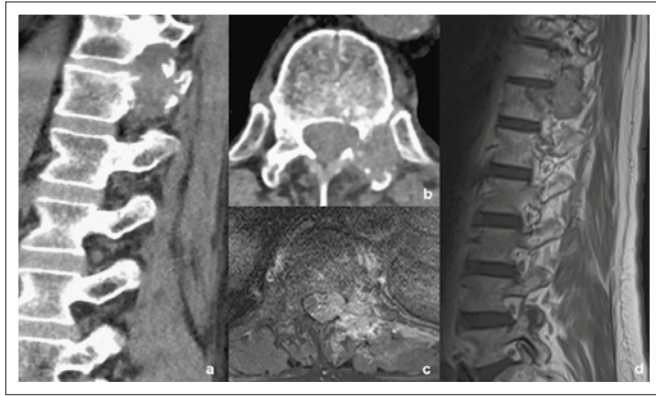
Ein 59-jähriger Patient stellt sich mit bilateraler Lumboischialgie sowie Hüftbeuger-Kniestreckerparese jeweils Kraftgrad 2/5 an unserer neurochirurgischen Ambulanz vor. Der Leistenschmerz bestünde bereits seit 2 Monaten, eine orthopädische Vorstellung wurde angesucht, konnte aber aufgrund des Lockdowns nicht stattfinden. Im LWS-CT (a, b) sowie LWS-MRT (c, d) zeigte sich eine suspekta Raumforderung im Pedikel Th12 links mit absoluter Spinalkanalstenose. Ein weiteres Staging-CT zeigte bronchialen Befall, multiple Lymphknotenmetastasen und eine Osteodestruktion im linken Acetabulum. Es erfolgte eine Laminektomie Th12 mit Spondylodese Th10–L1 und anschließender interdisziplinärer onkologischer Behandlung.
